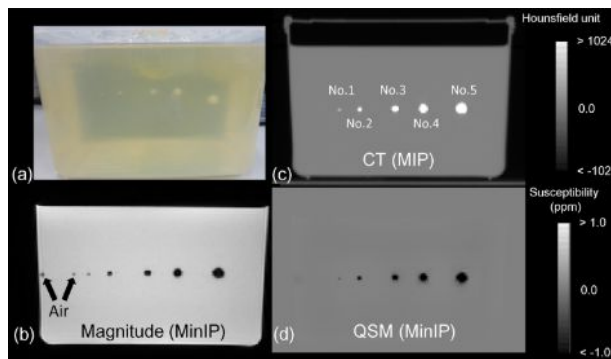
(a) 石灰化ファントムの外観、(b) MRI の強度画像、(c) CT 画像、(d) QSM 画像。
